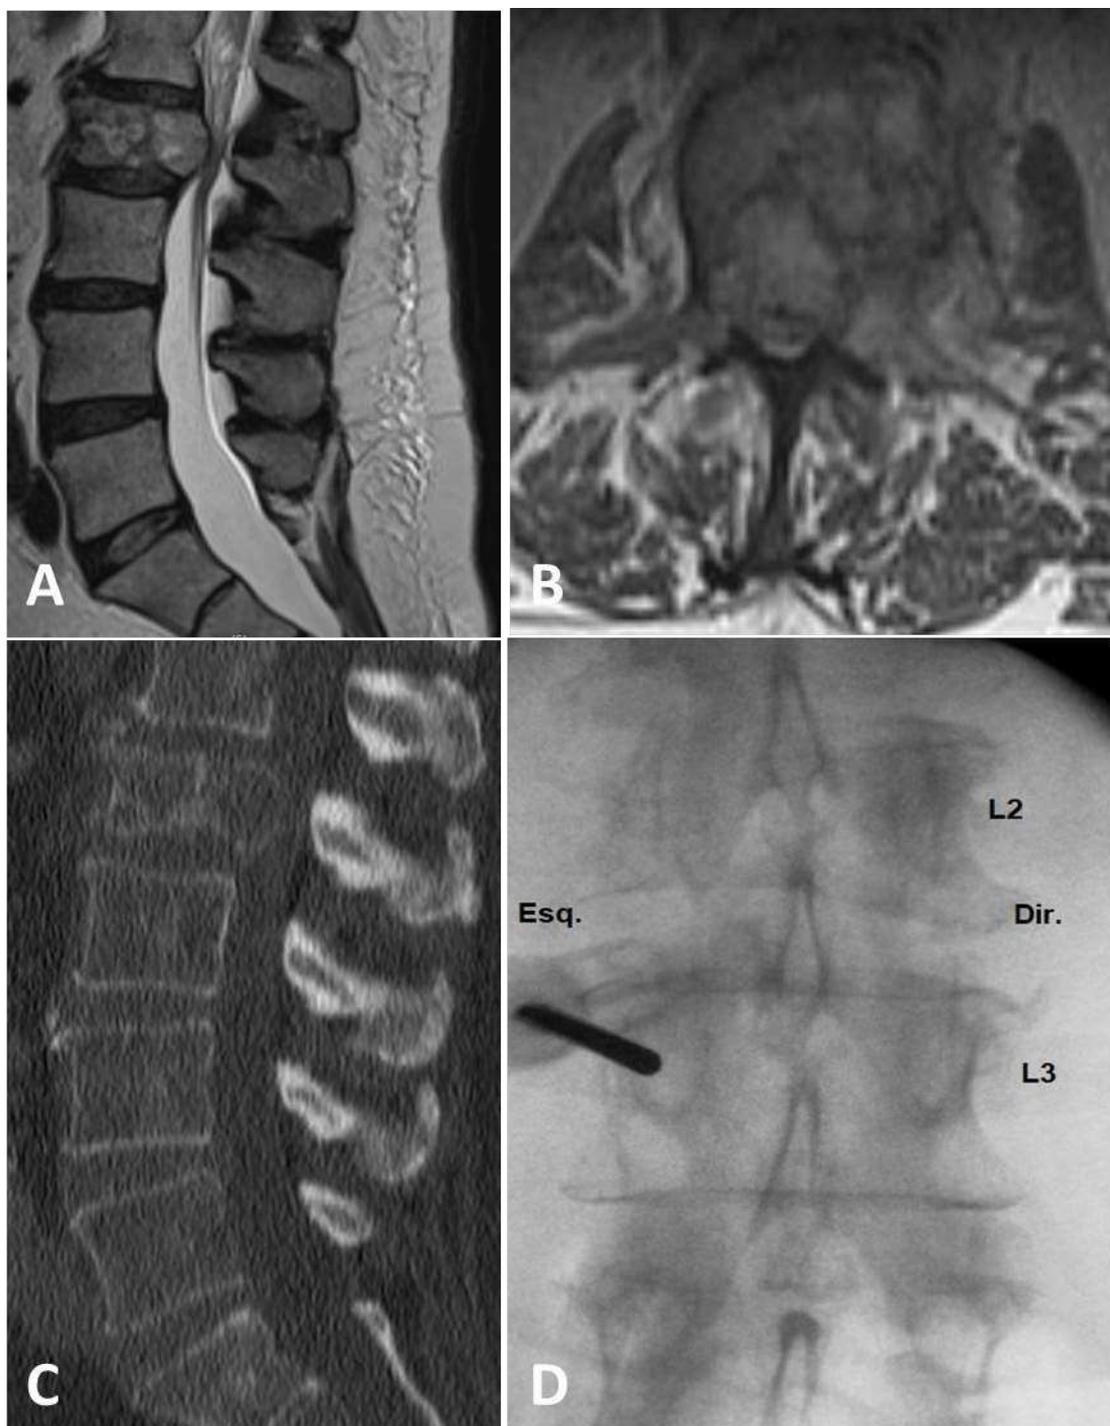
Fratura patológica por metástase de câncer de próstata. Paciente do sexo masculino, 68 anos, com queixa de hipoestesia em ambos membros inferiores com início recente durante internação para diagnóstico de câncer de próstata. A. RM T2, sagital: lesão osteolítica de L2 com significativa estenose do canal vertebral. B. RM T2, axial: lesão a nível de L2 predominante à esquerda, com infiltração dos pedículos vertebrais e compressão significativa do saco dural. C. TC sagital: característica lítica da lesão, com diminuição de altura do corpo vertebral. O paciente foi submetido a cirurgia estabilizadora percutânea L1-L3 seguida de laminectomia L2; quadro neurológico permaneceu estável. D. imagem de radiografia intra-operatória durante punção de pedículo L3 esquerdo; note o apagamento dos pedículos L2, principalmente à esquerda. Paciente transferido para radioterapia.
